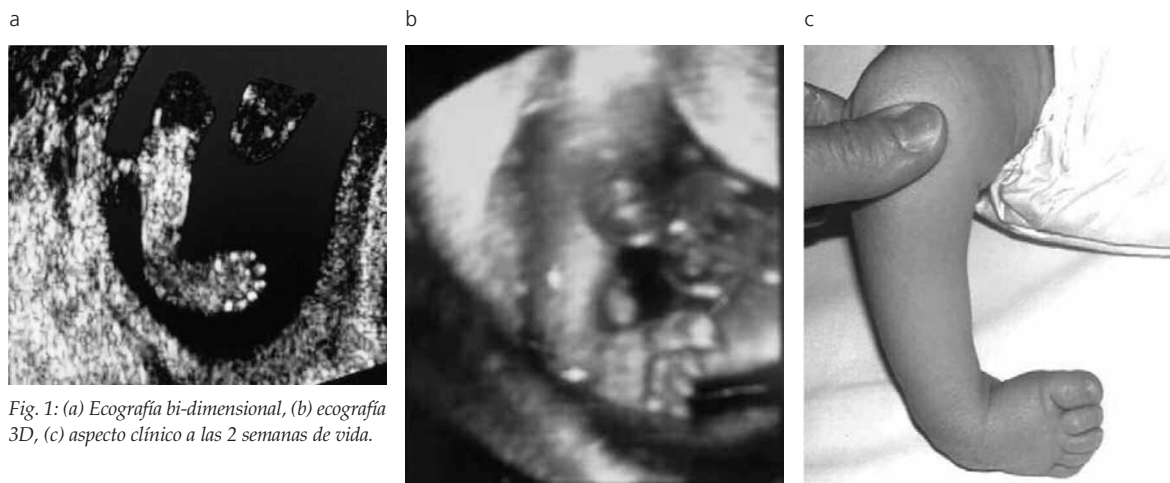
(a) Ecografía bi-dimensional, (b) ecografía 3D, (c) aspecto clínico a las 2 semanas de vida.
